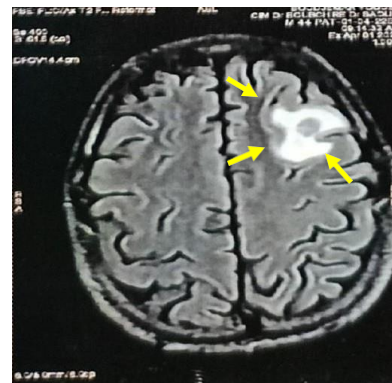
IRM cérébrale du patient 04 : retrouvant deux lésions de la jonction substance blanche – substance grise, occipitale droite de 18x16 mm et frontale gauche de 12x14 mm, en hypo signal T1, hyper signal hétérogène, entourées d'un important œdème péri lésionnel en hyper signal T2 et FLAIR, sans restriction à la diffusion et de rehaussement périphérique en cocarde
